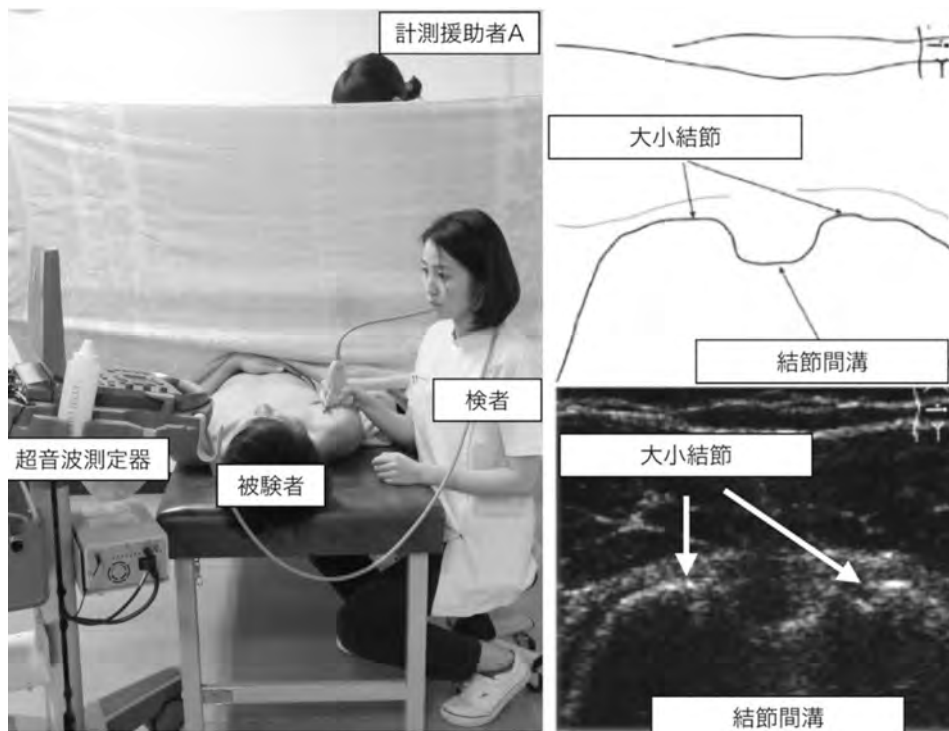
触診と超音波を用いた測定と結節間溝の状態 (右図は文献14を改変)
